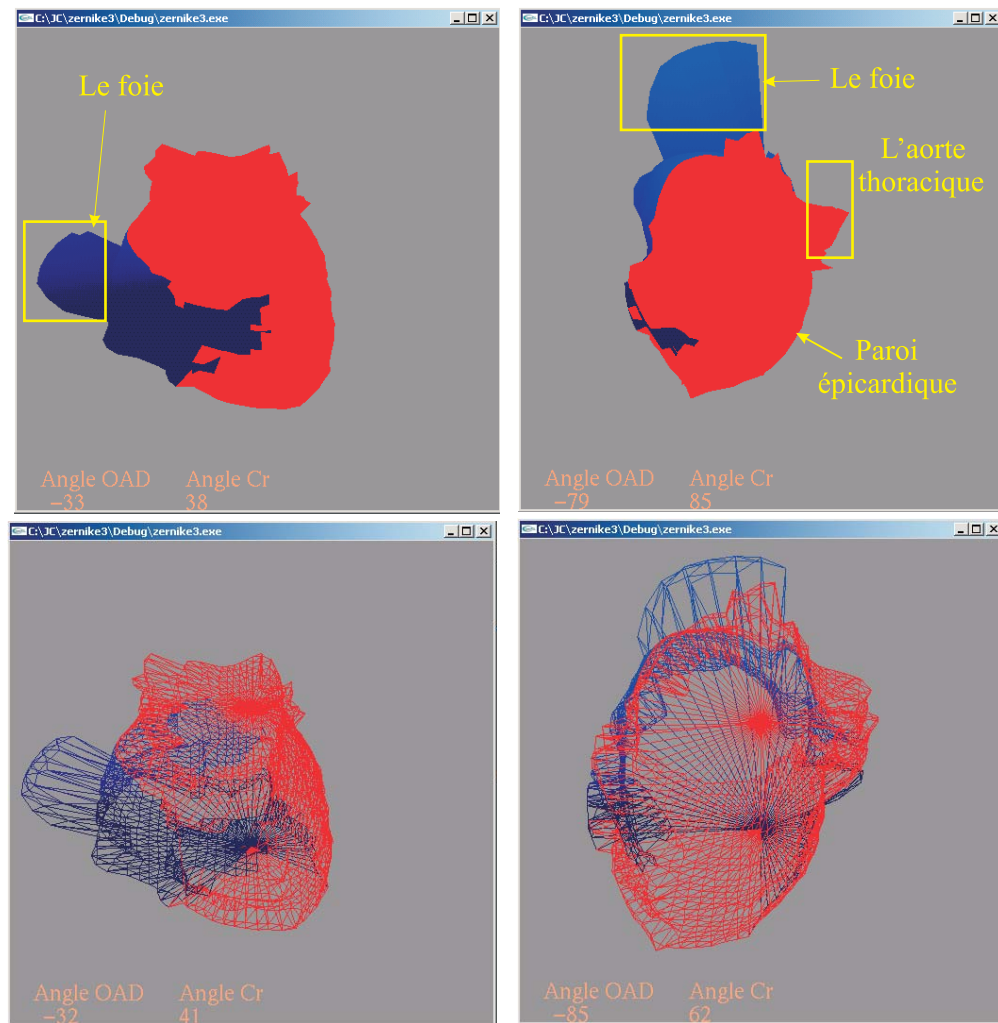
Volume CT reconstruit superposé à l'information de perfusion myocardique. A l'instar des données SPECT, la bonne perfusion est représentée en rouge et la mauvaise perfusion en bleu. En haut sont représentés deux points de vues avec la coloration de la perfusion et en bas sont données les facettes reconstruites avec les données CT.
